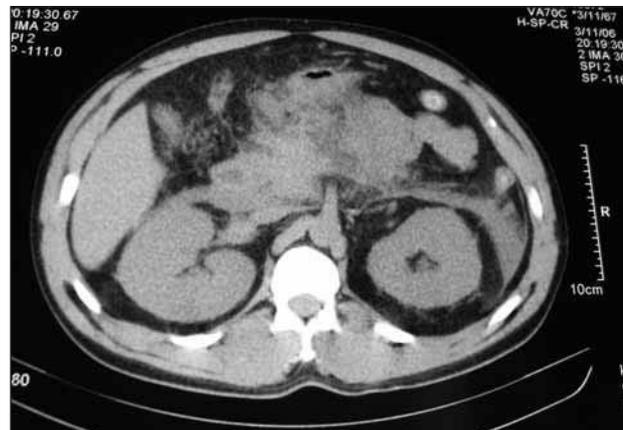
TAC abdominal con riñones normales y gran cantidad de líquido retroperitoneal.
